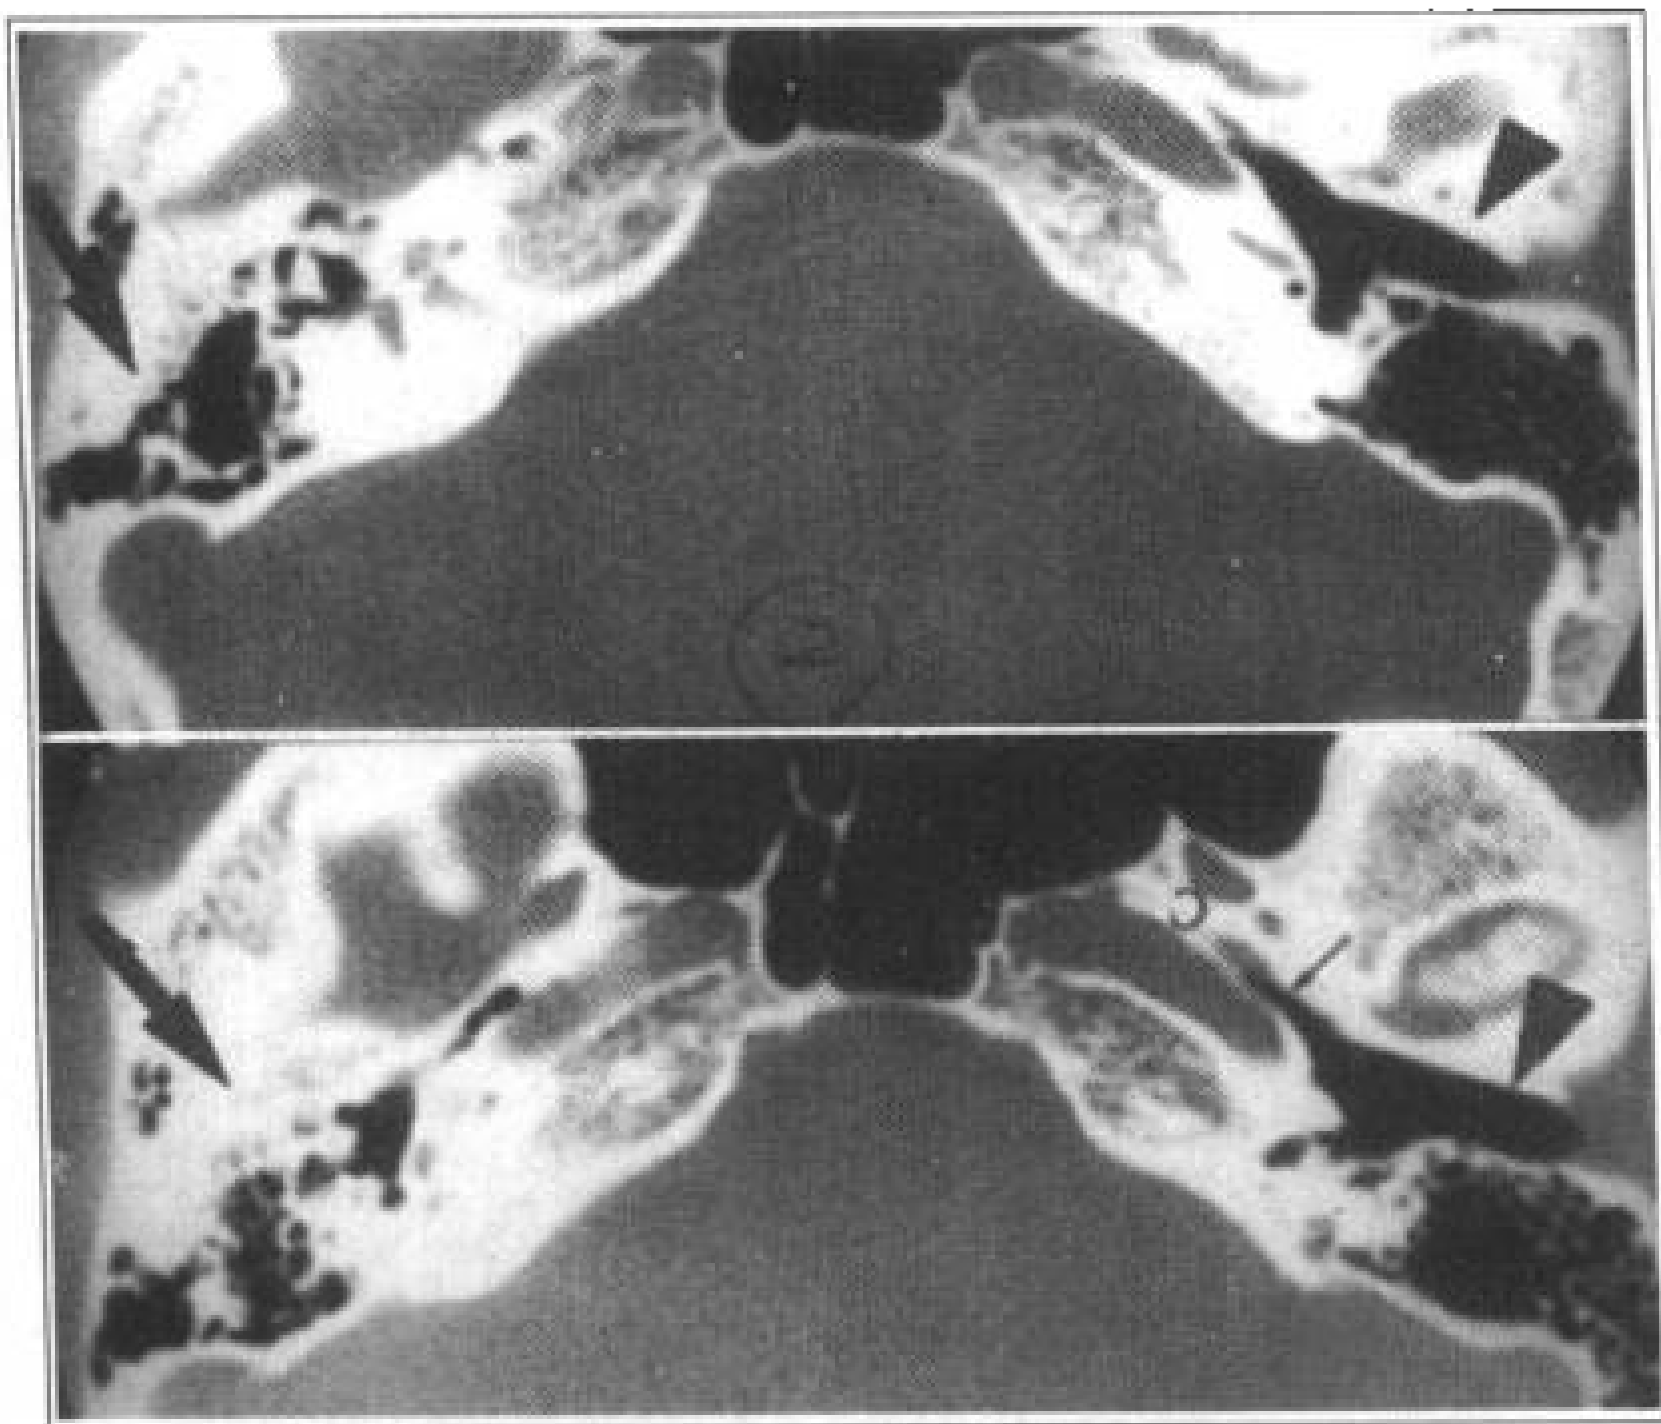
右侧骨性外耳道闭锁 (▲), CT 轴位, 层厚/距 1.5mm, 左侧外耳道正常 (箭头); 小箭 (↑) 示左侧耳咽管 (轴位)
